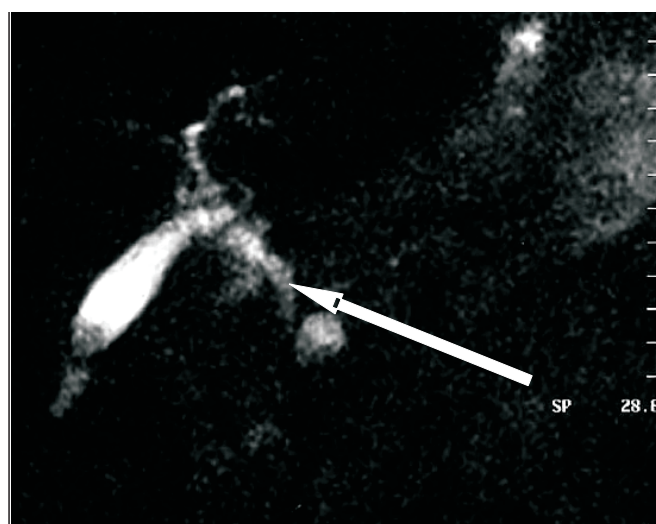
IRM în regim dinamic. PC cefalică. Dilatarea coledocului. Icter mecanic
